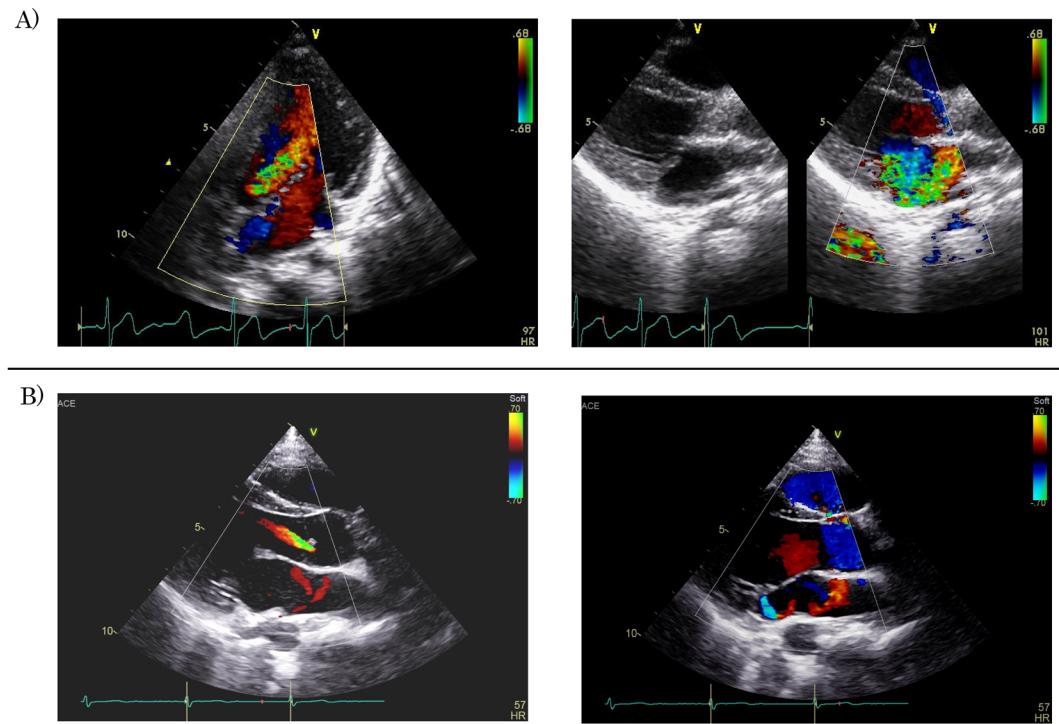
Color Doppler echocardiograms of case 1
